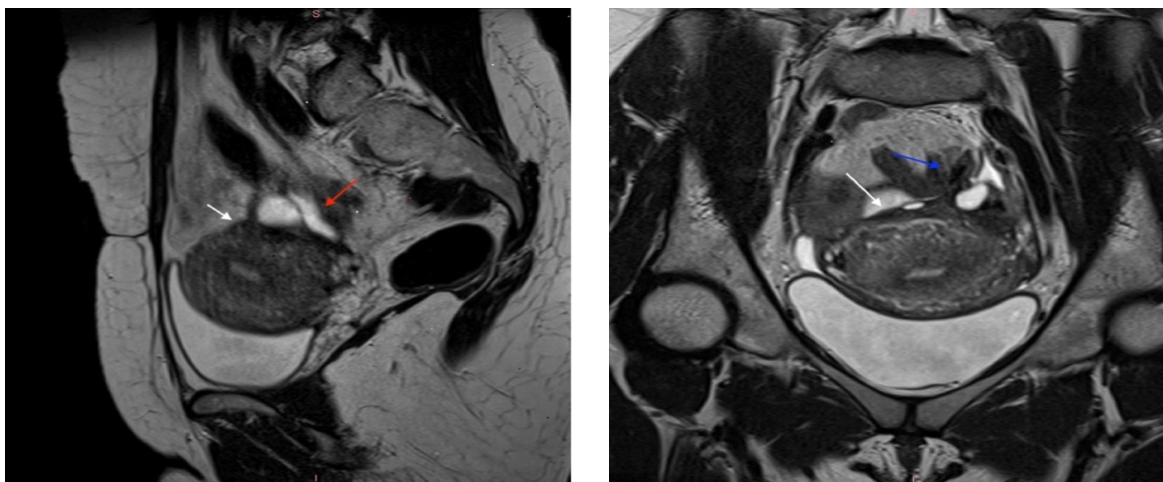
Данные МРТ органов малого таза пациентки А., 32 года, синдром тазовых болей 8 по шкале ВАШ. На представленных МР-томограммах Т2-ВИ визуализируется эндометриоидный имплант в позаиматочном пространстве (белая стрелка). Отмечается формирование гидросальпинкса на стороне поражения (красная стрелка). Прилежащие отделы сигмовидной кишки подтянуты к вышеописанному импланту (синяя стрелка)
